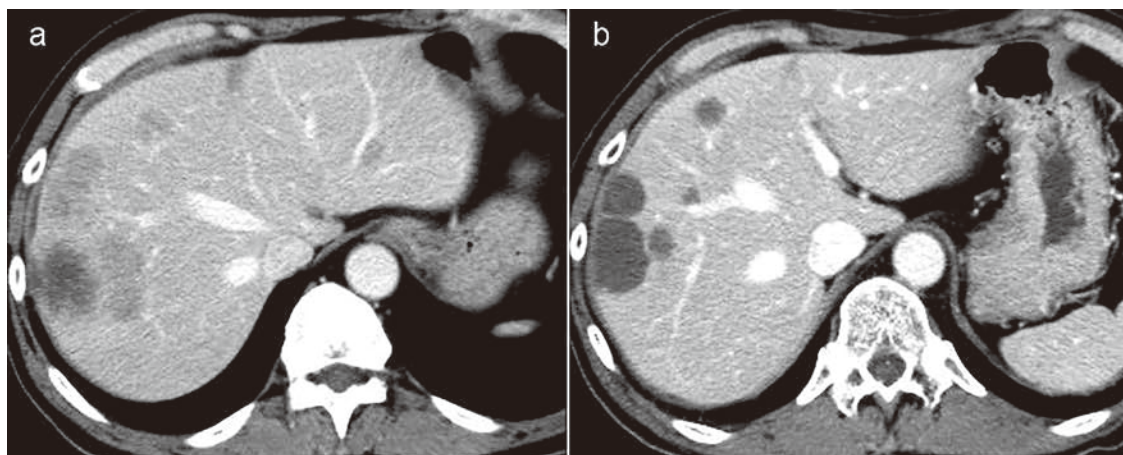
Radiologic responseの一例。FOLFOX+Bevacizumab 10コース施行前 (a) 後 (b) のCT像。
